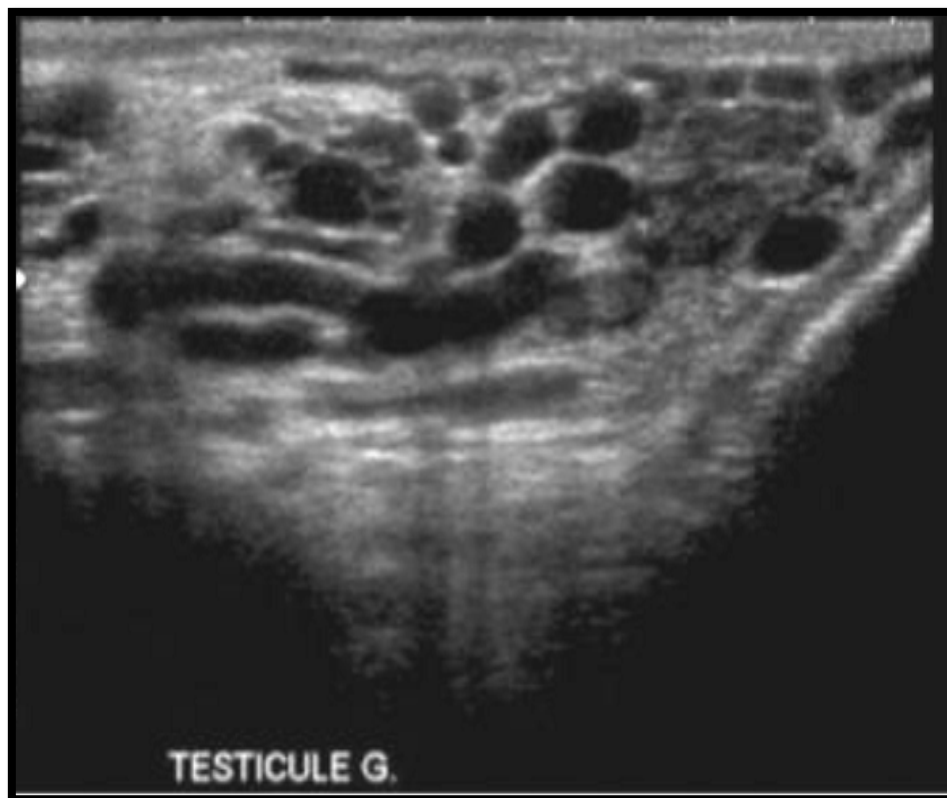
Aspect échographique d'une varicocèle [58].
